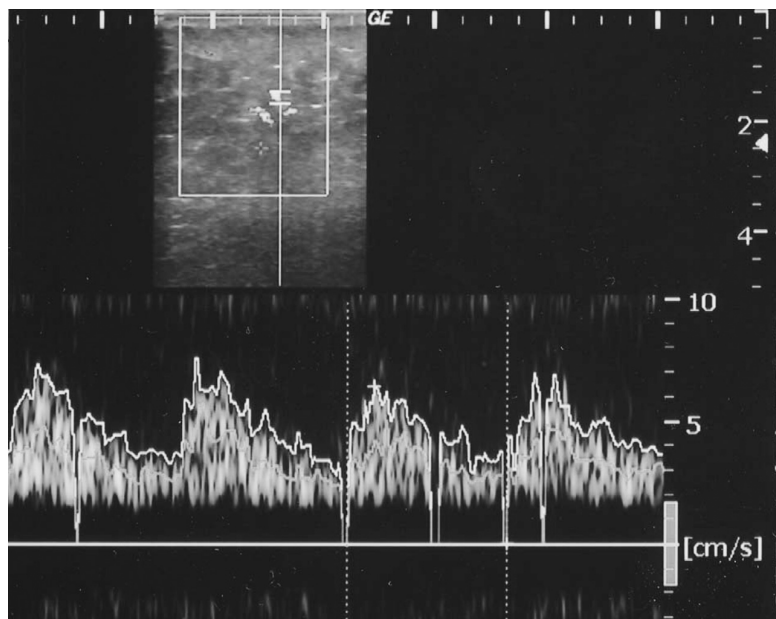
The patency of the anastomosed vessel was evaluated by the color ultrasonography. The velocity is 7 cm/sec approximately.
